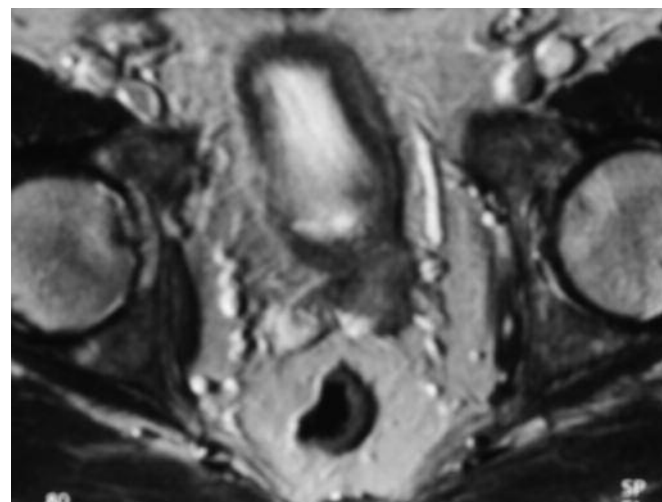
Frontalni presjek magnetskom rezonancijom. T1 mjerena slika. Impresija na dno mokraćnog mjehura uvećanom prostatom. Benigna hipertrofija prostate.
